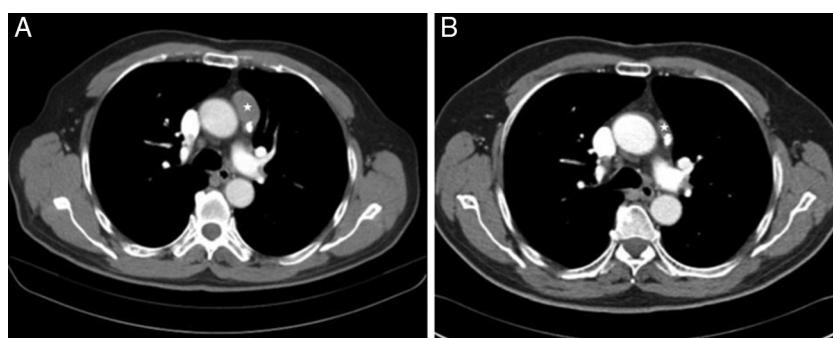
Cortes de la tomografía axial computarizada torácica practicada en mayo de 2009, un mes después de recibir radioterapia en la región temporal derecha (A) y en septiembre de 2011 (B). Se aprecia una gran reducción del tamaño de la adenopatía mediastínica (estrellas blancas).
